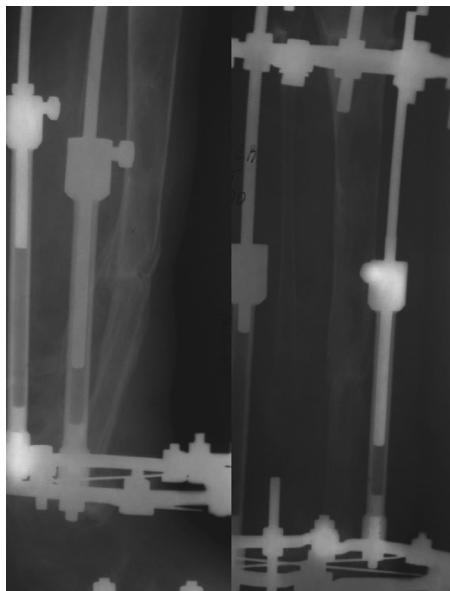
Рентгенограмма костей голени через 10 месяцев после аутотрансплантации малоберцовой кости в дефект большеберцовой
